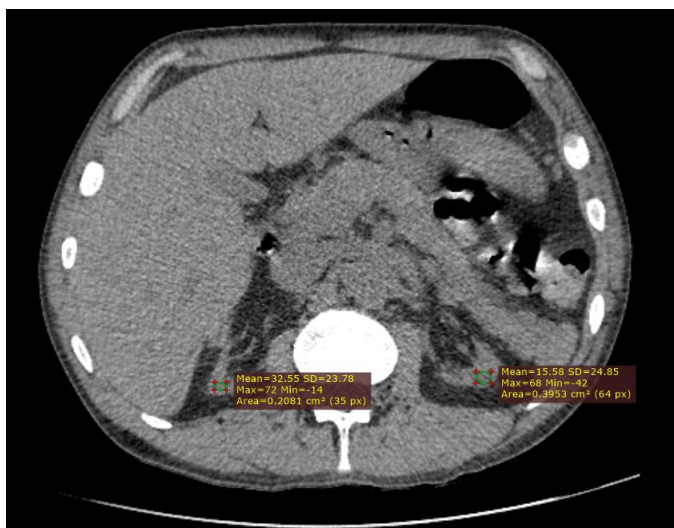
Нативная КТ собственных почек.
